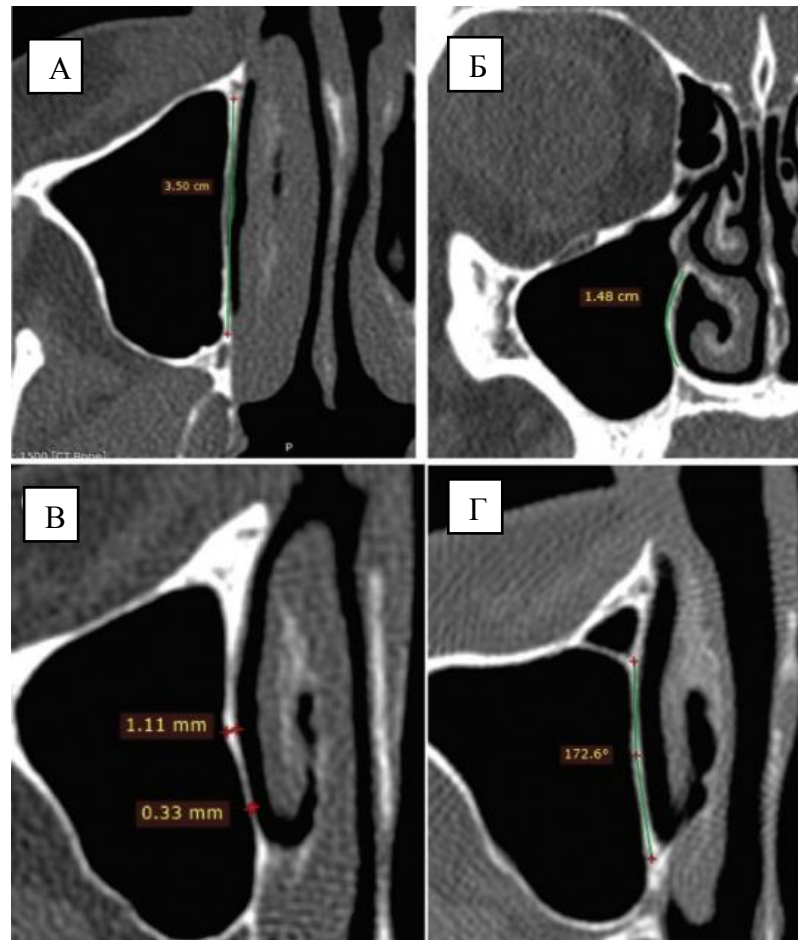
Измерения потенциального донорского участка для костного трансплантата латеральной стенки нижнего носового хода по данным МСКТ. Измерение длины (А), высоты (Б), толщины (В) и отклонения от сагиттальной плоскости (Г)
